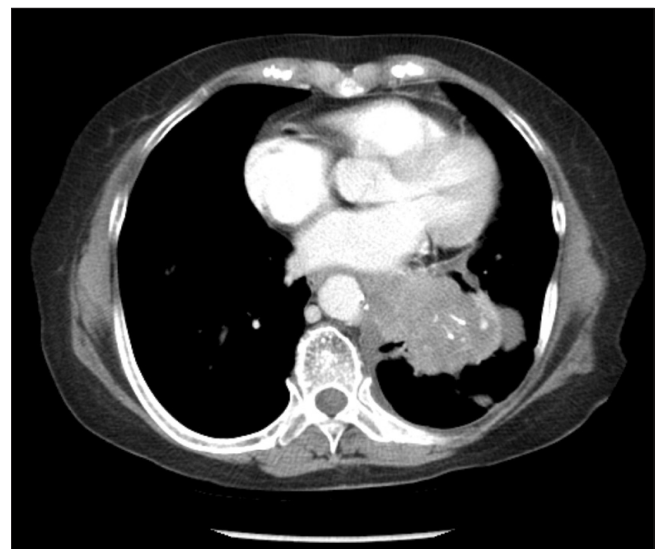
CT scan of the chest showed huge mass on the left lower lung field, corresponding with small cell lung cancer (SCLC).
